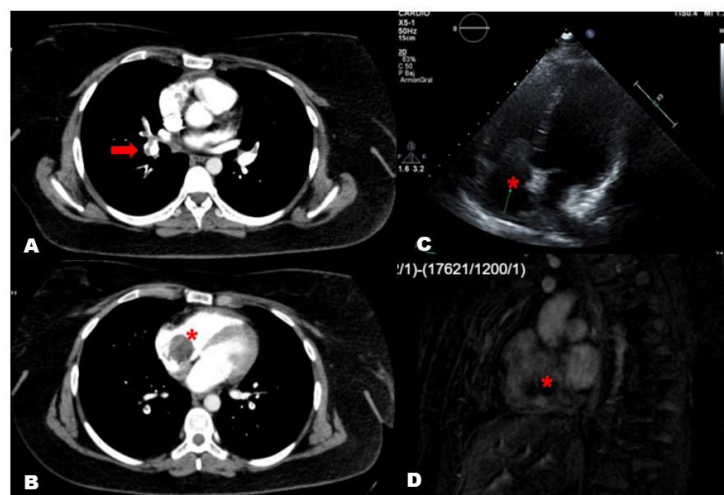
Imagen en Angio-TC de tromboembolia pulmonar (flecha).
